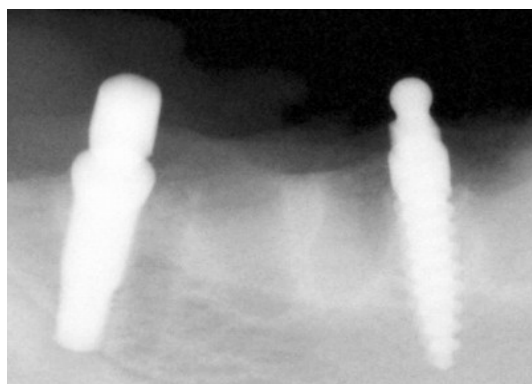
Periapical radiography after 8 weeks
